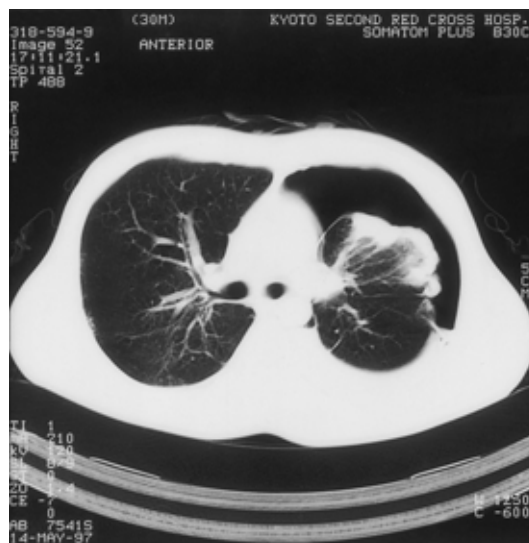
Chest CT scan obtained a week after admission, showing a consolidation along the pleura in the upper lobe of the left lung.
